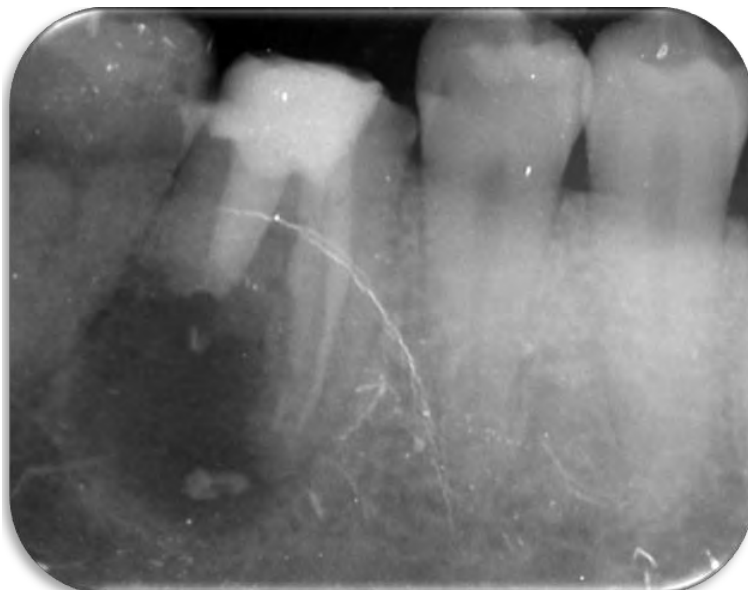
Radiografía final
